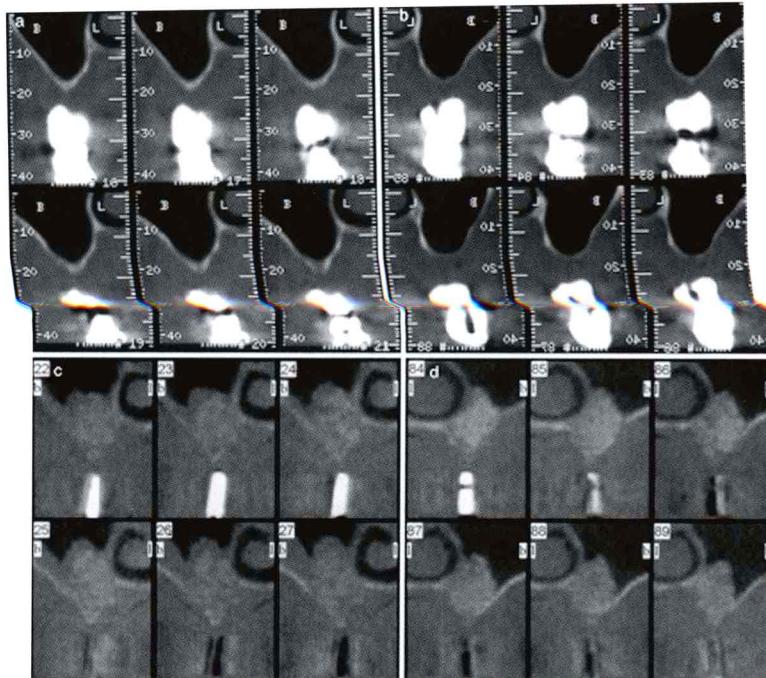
矢状面纵切的CT图像显示上颌窦从有牙区递变到无牙区的精细变化
